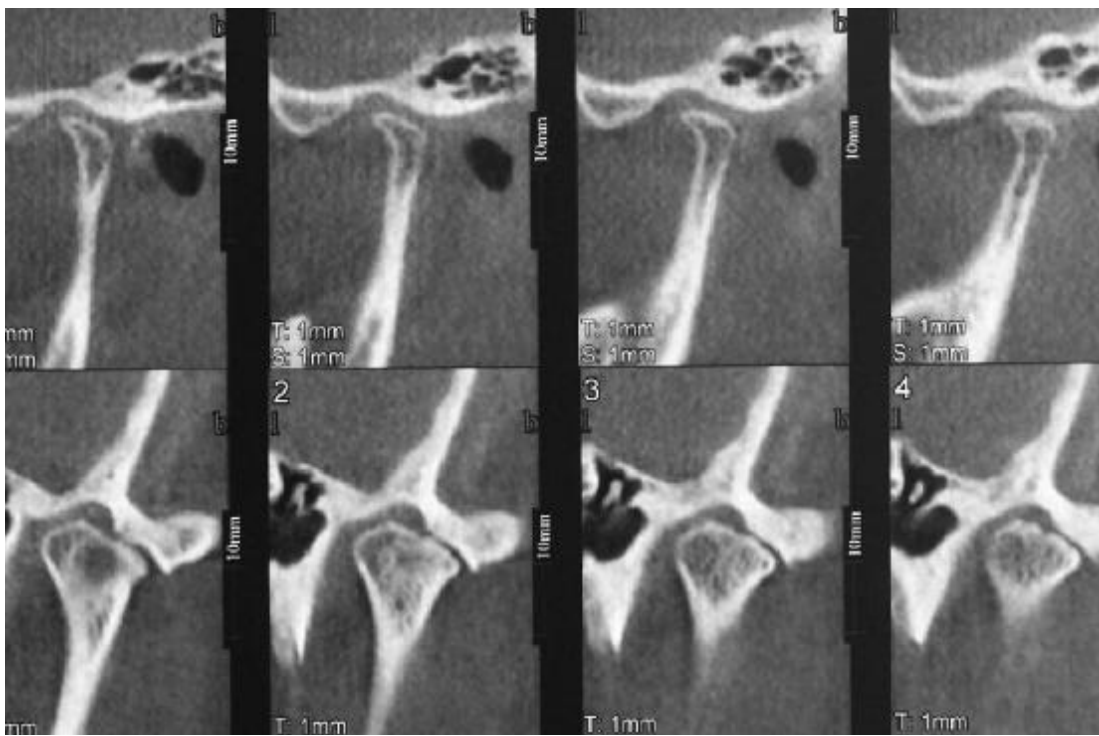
Case 2. Preoperative cone-beam computed tomograms of temporomandibular joint osteoarthritis on left side (coronal and sagittal views).
